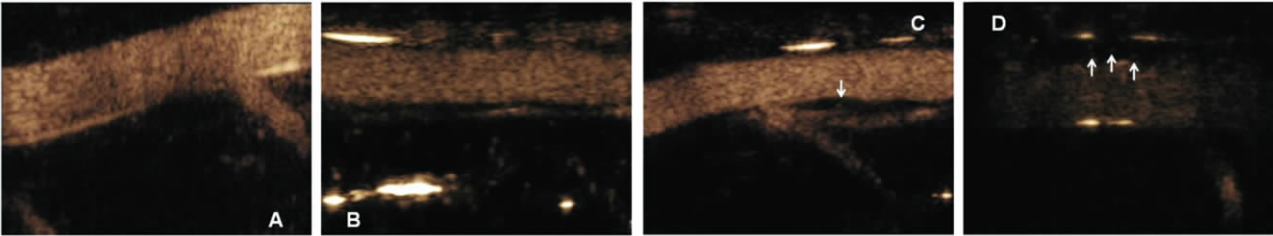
各组实验兔腹主动脉斑块超声造影显示斑块内新生血管
